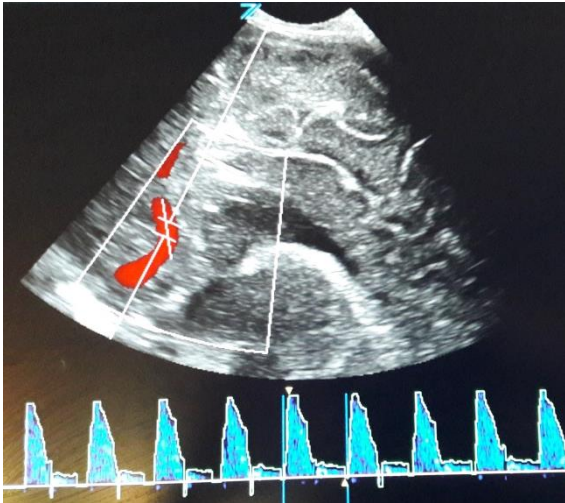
dopplersonographische Messung der A. cerebri anterior
